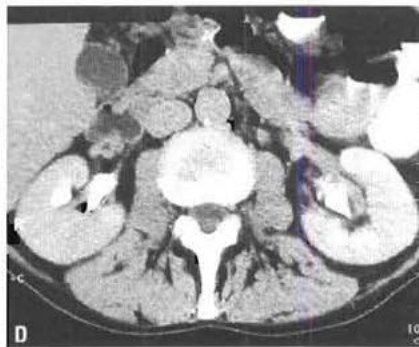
Ce patient présente une hématurie macroscopique, sans douleur ; il a été traité auparavant pour un cancer de vessie. (A) L'échographie détecte une masse tissulaire de 3 cm dans le sinus du rein gauche. (B) Sur l'urographie intraveineuse, cette masse se manifeste par une lacune à bords irréguliers, bien visible dans le bassinet gauche (tumeur urothéliale). (C,D) La TDM retrouve la lacune polylobée du bassinet, sans envahissement du parenchyme rénal adjacent.
